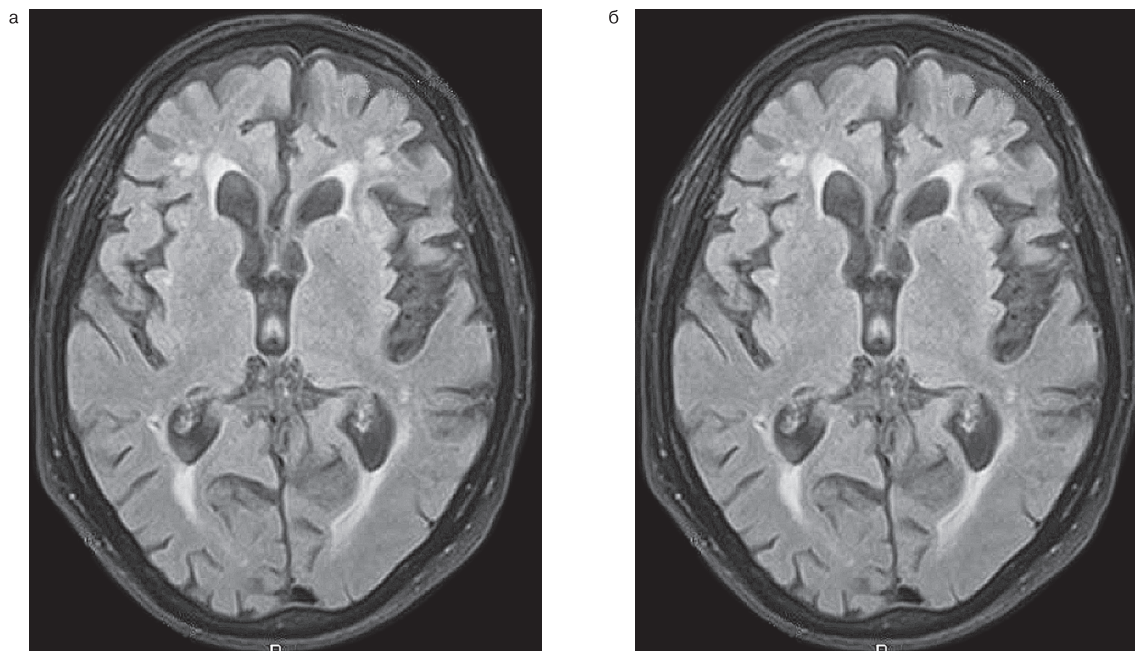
МРТ головного мозга в режиме T2 (а) и в режиме T2 (б) пациента А., 94 лет.
